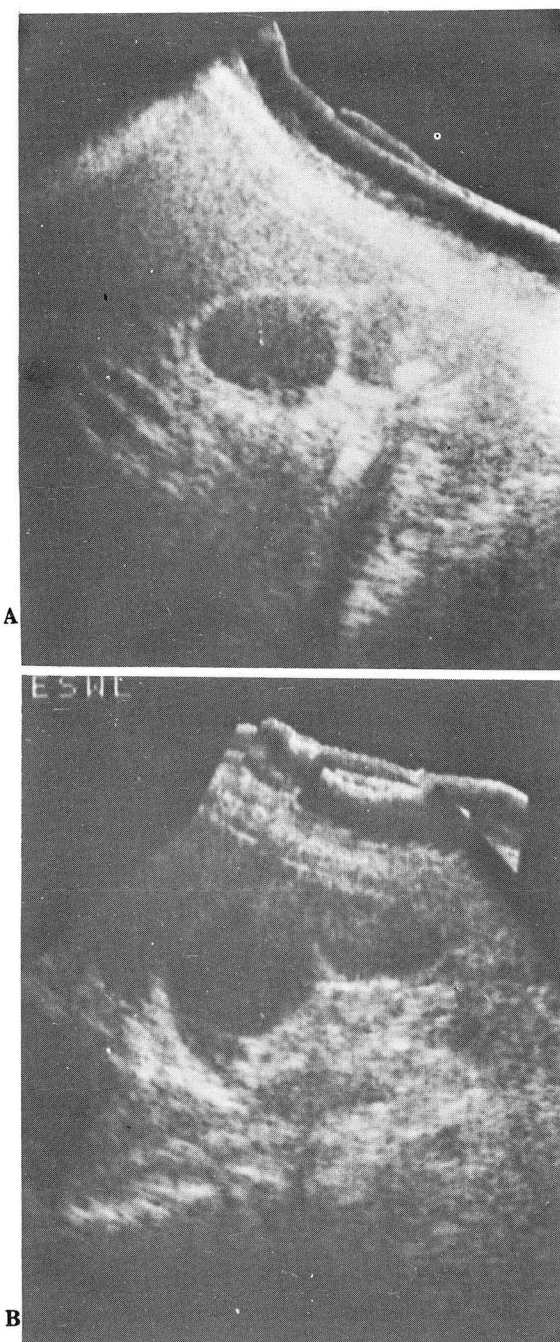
Pre ESWL ultrasonogram. A single gallbladder stone.(A)
